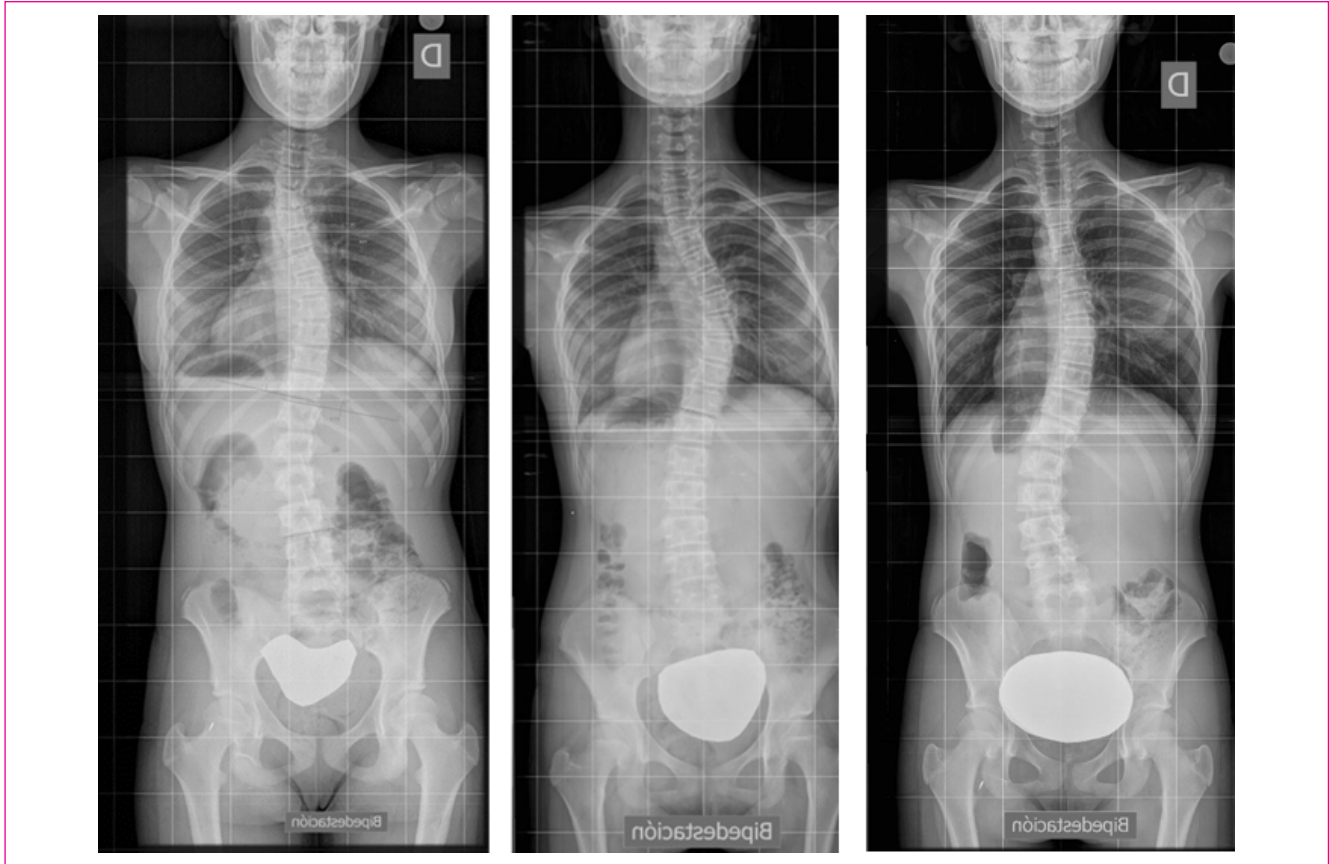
Telerradiografía de escoliosis de una paciente a lo largo del tiempo.
